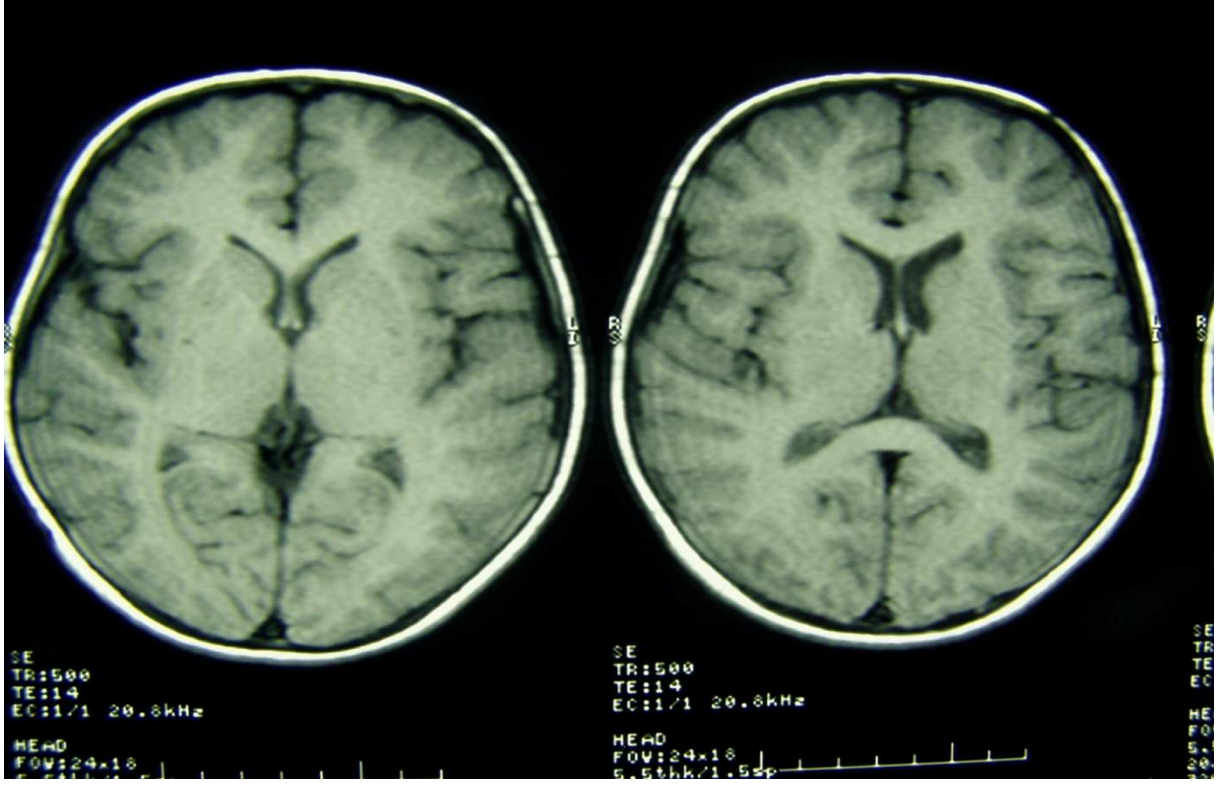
Tanıdan 12 ay sonra MRG, klinik Evre IIIB
